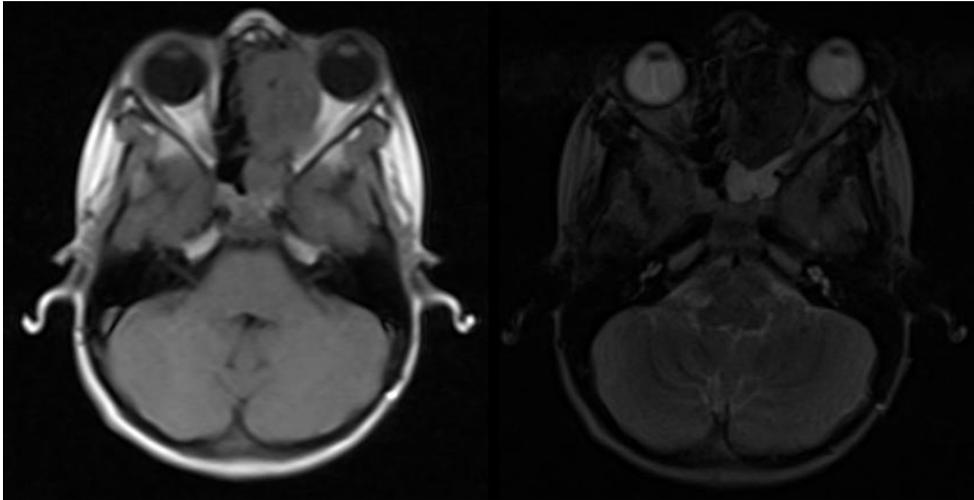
RM de órbitas: Secuencias axiales potenciadas en T1 y T2 donde se evidencia el comportamiento de señal de la lesión tumoral naso-etmoidal.
